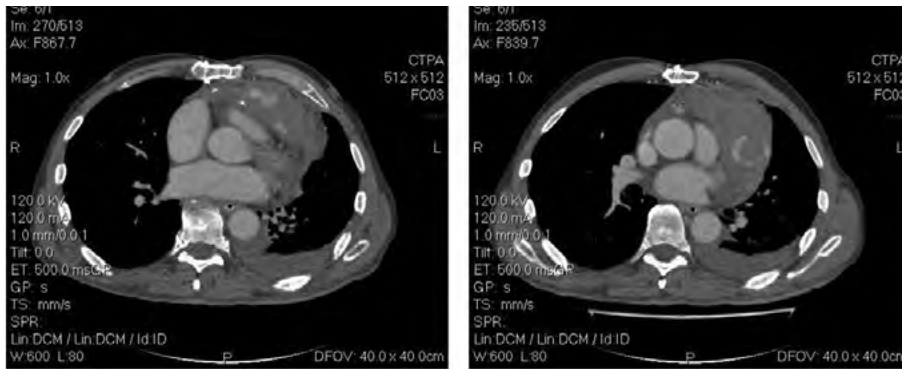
CT scan of the chest revealed a large bleed
